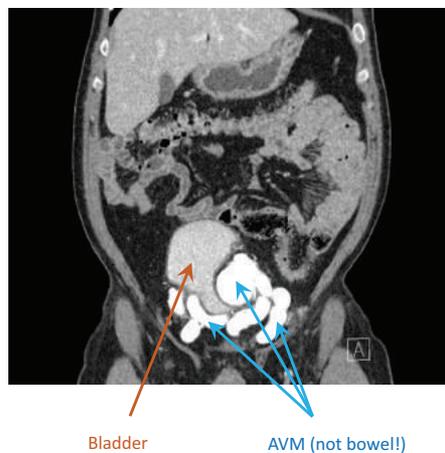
CT coronal reformat of the abdomen and pelvis showing a large left pelvic AVM. It is deriving arterial supply from the left internal iliac artery, draining via multiple venous varices, and demonstrates significant mass effect on the left bladder.
